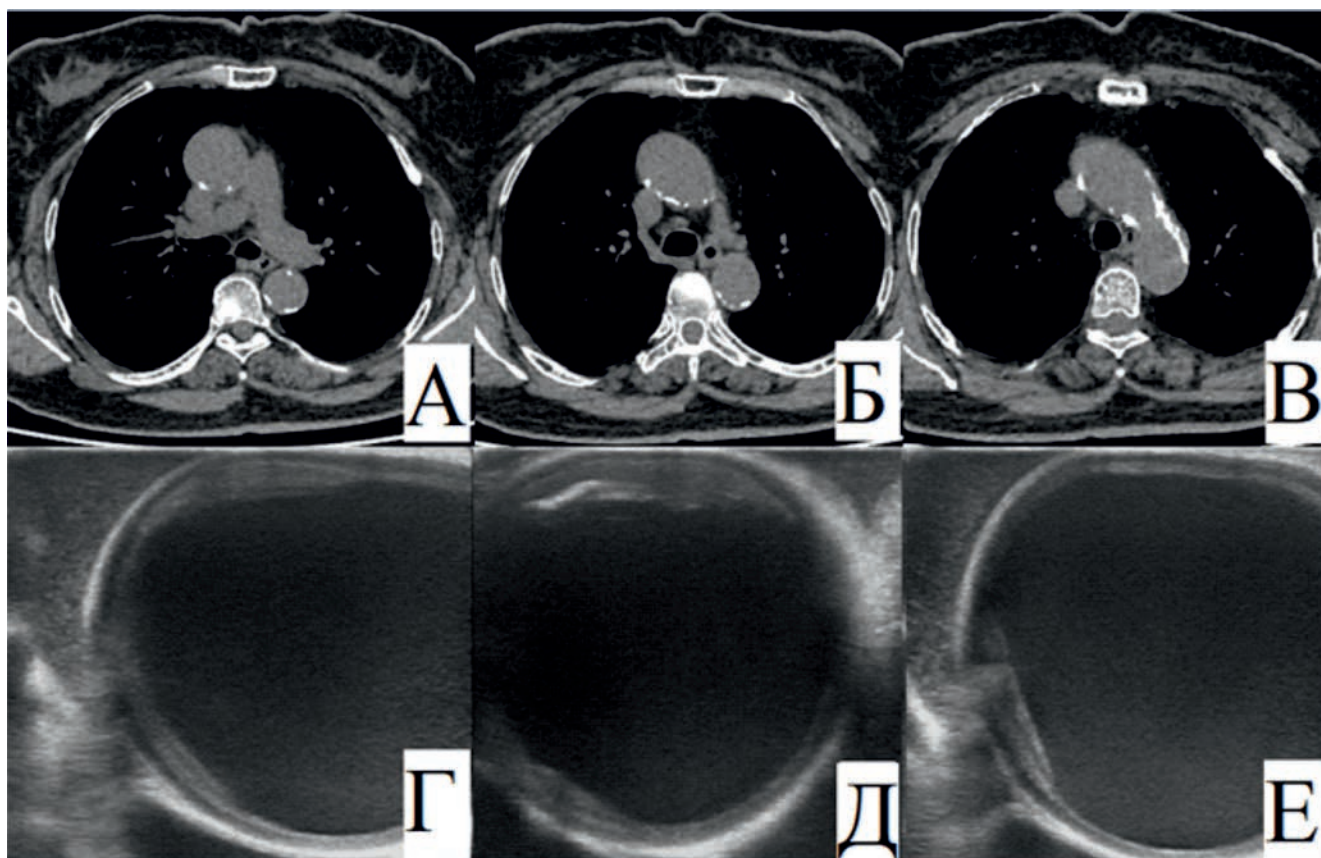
А, Б, В – компьютерная томография органов грудной клетки до операции – выявлен выраженный кальциноз задней и передней стенки восходящего отдела аорты; Г, Д – выраженный кальциноз аорты по результатам ЭпиУЗИ; Е – найден свободный от кальциноза участок
